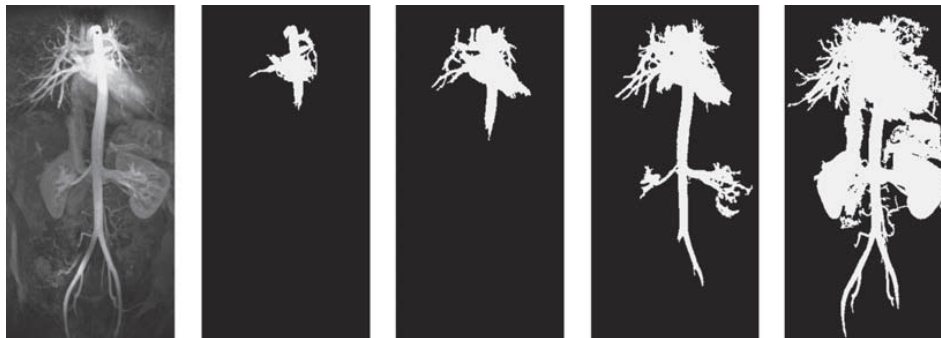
Segmentace CT snímku srdce použitím level-set metody. [3]
